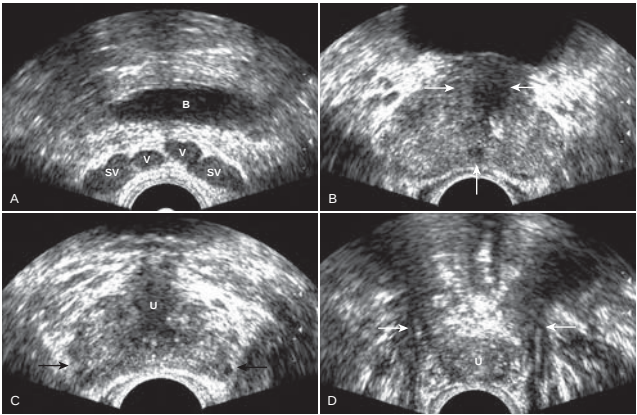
Axial sonograms of prostate. A, Transverse image above base shows the seminal vesicles (SV) and vas deferens (V); B, bladder. B, Axial scan at midgland level. Note the normal hypoechoic muscular internal urethral sphincter (horizontal arrows) and the ejaculatory ducts (vertical arrow). C, Axial scan at lower third of prostate shows hypoechoic urethra (U). Most of the visible gland at this level is peripheral zone. Note the irregular outline at the posterolateral aspects (arrows), resulting from the entrance of the neurovascular bundles. D, Axial scan just below apex of prostate shows cross section of distal urethra (U). Pelvic sling muscles are visible (arrows).
